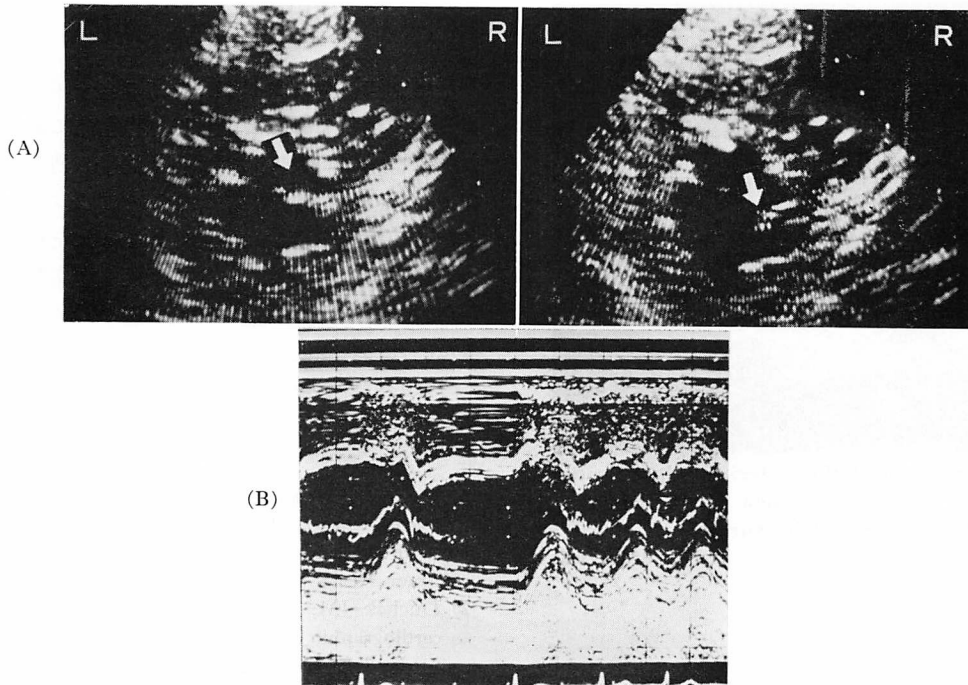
M-mode and short axis cross-sectional echocardiograms of ruptured chorda tendinea of the mitral leaflet connecting with papillary muscle.
